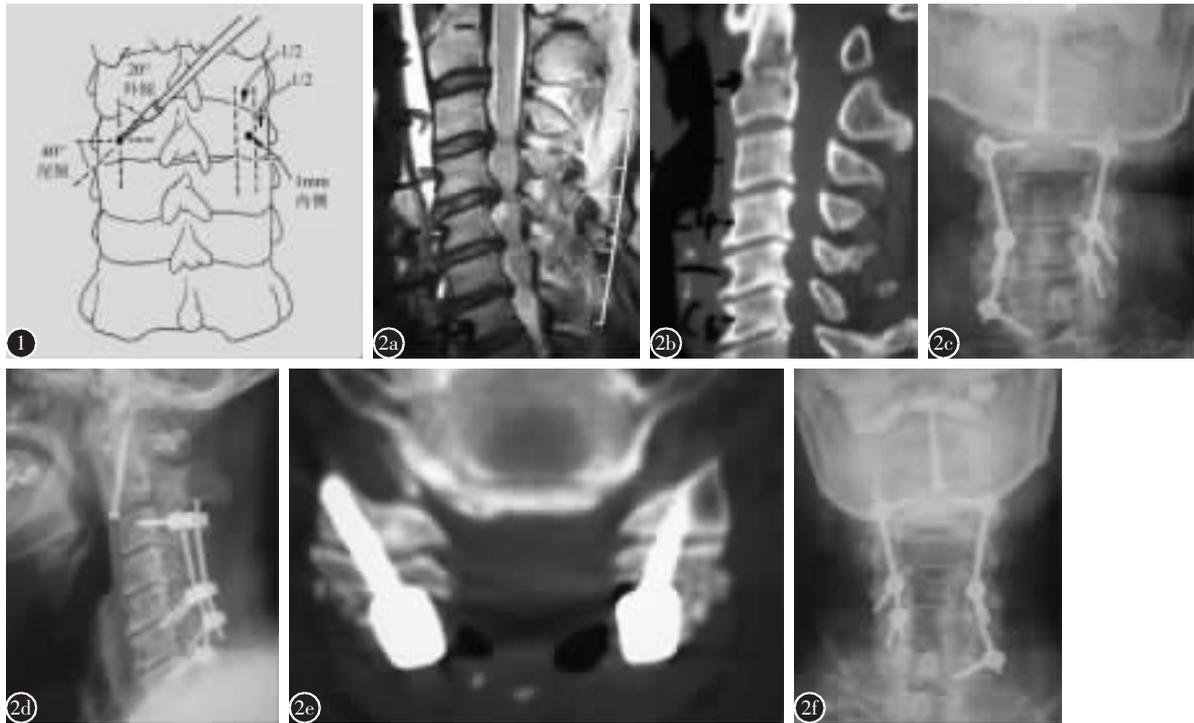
下颈椎 Klekamp 经关节螺钉技术:以侧块中心点内侧 1mm 为进钉点,进钉角度为在冠状面上外倾 20°,在矢状面上尾倾 40° 图 2 患者,男,71 岁,颈椎管狭窄并齿状突骨折不全瘫痪,行前路齿状突螺钉固定,后路减压,双侧 C3 椎弓根螺钉,C5/6、右侧 C6/7 经关节螺钉,左侧 C7 椎弓根螺钉固定 a 术前 MRI 片示 C3~C7 颈椎管狭窄 b 术前 CT 片示颈椎管狭窄并齿状突骨折 c、d 术后 X 线正、侧位片示 C3~C7 螺钉位置良好 e 术后 CT 示经关节螺钉较好的穿关节突关节固定,长度适当 f 术后 8 个月颈椎 X 线片示内固定位置良好,未见螺钉松动、脱出,植骨已融合
